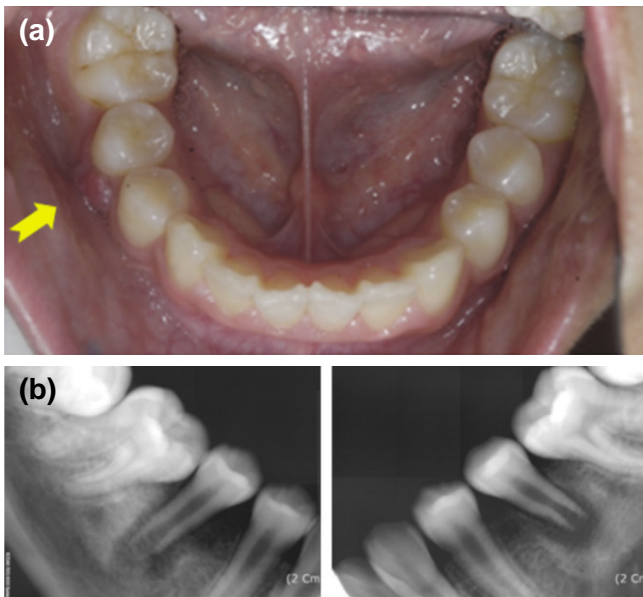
Clinical photograph and radiographs of case 2. (a) Photograph showing a fistula on right second premolar(arrow), (b) Radiographs revealing the periradicular radiolucent lesions on lower left second premolar and lower right second premolar.
